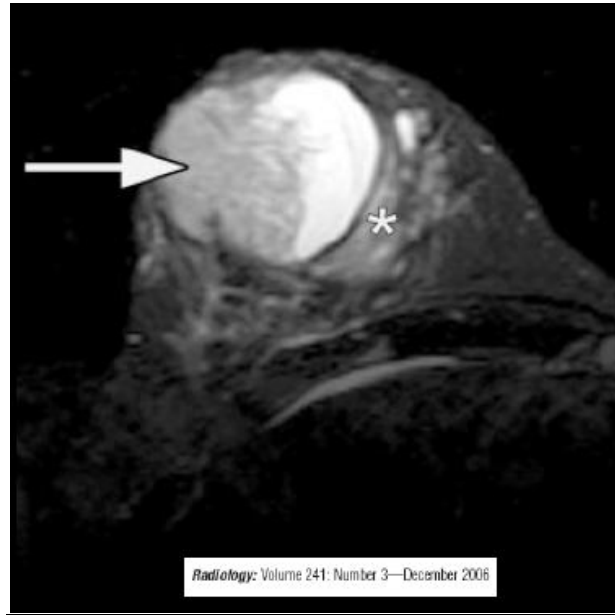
IRM mammaire (2) (séquence STIR) : (20)
